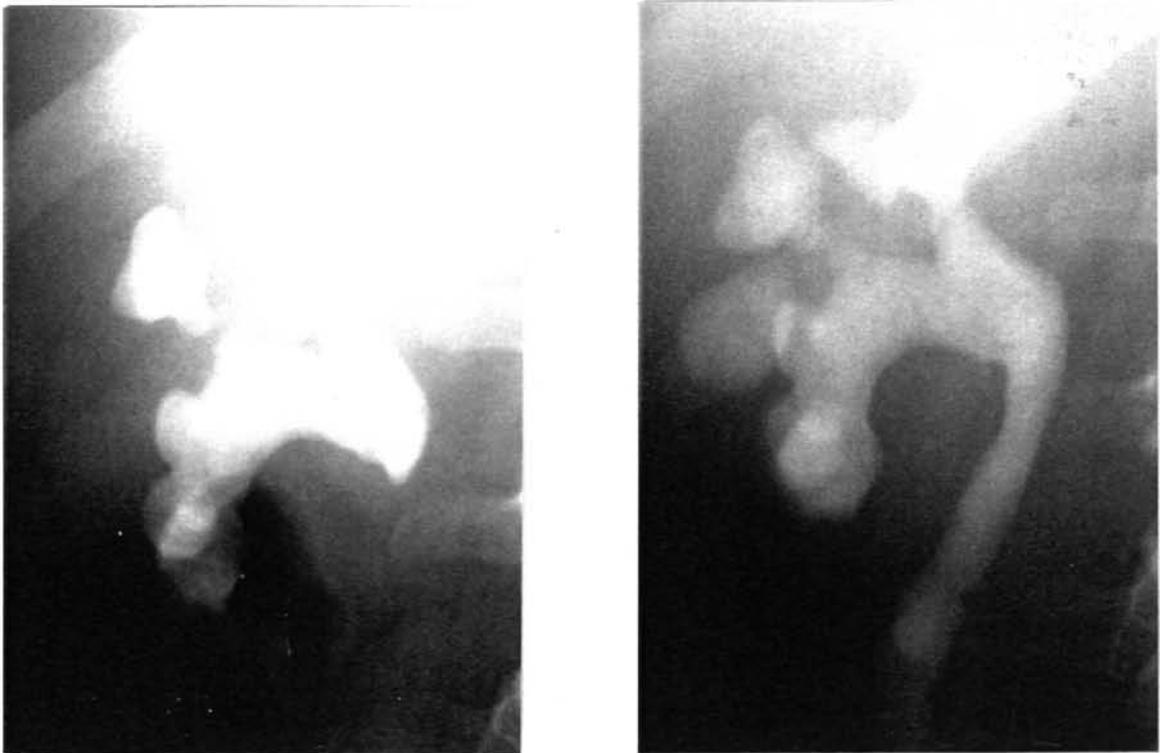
M-6a y b.- Radiografía simple y UIV con coraliforme dcho y ectasia moderada.
